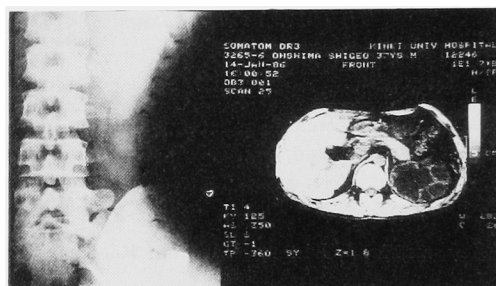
症例1; PNL 施行後 KUB (左)とX線 CT (右)
